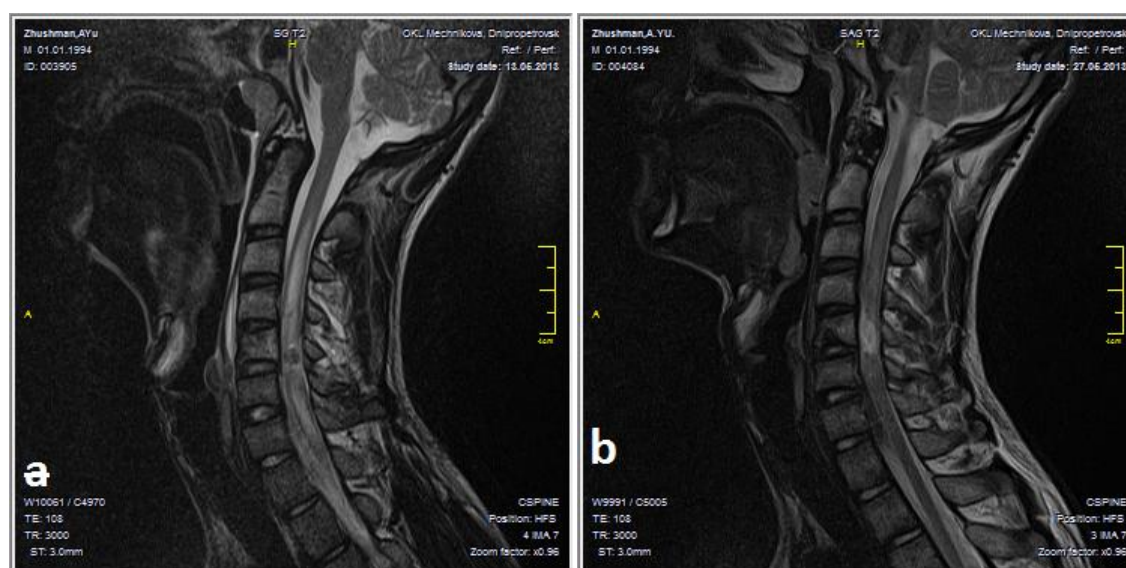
Ушиб спинного мозга на уровне C5-C6. Травма по типу SCIWORA. МРТ исследование выполненное на 2-е сутки после травмы, до применения рилузола (а). МРТ исследование выполненное через 14 дней, на фоне приема препарата (b).
